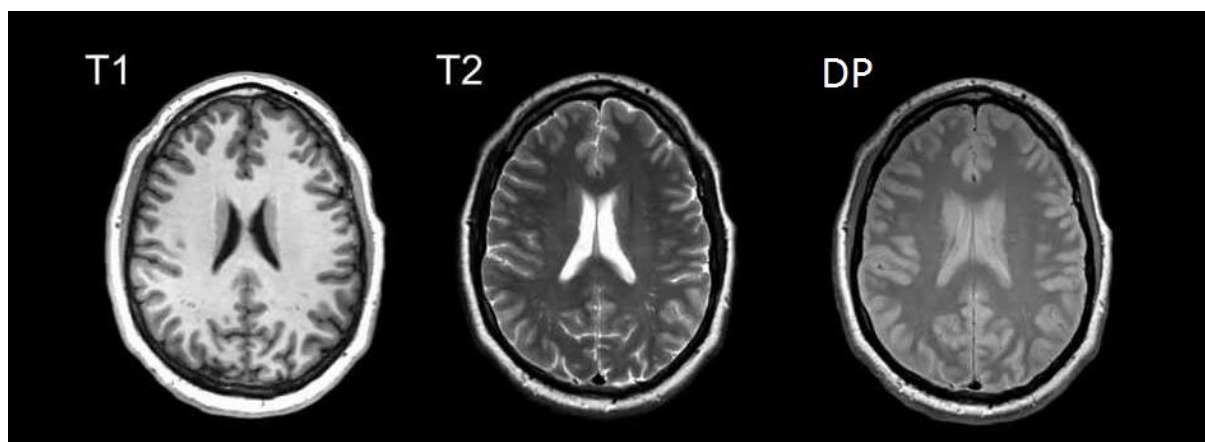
Cortes axiais de RM Cerebral – Visão comparativa entre ponderações.
